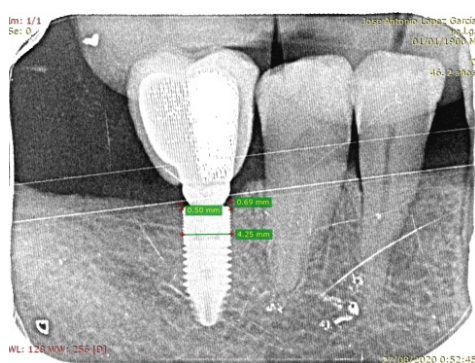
Radiografía en la que se muestra la medición realizada para un implante en el que el hueso se encuentra coronal a la plataforma obteniéndose, por tanto, un valor positivo.
